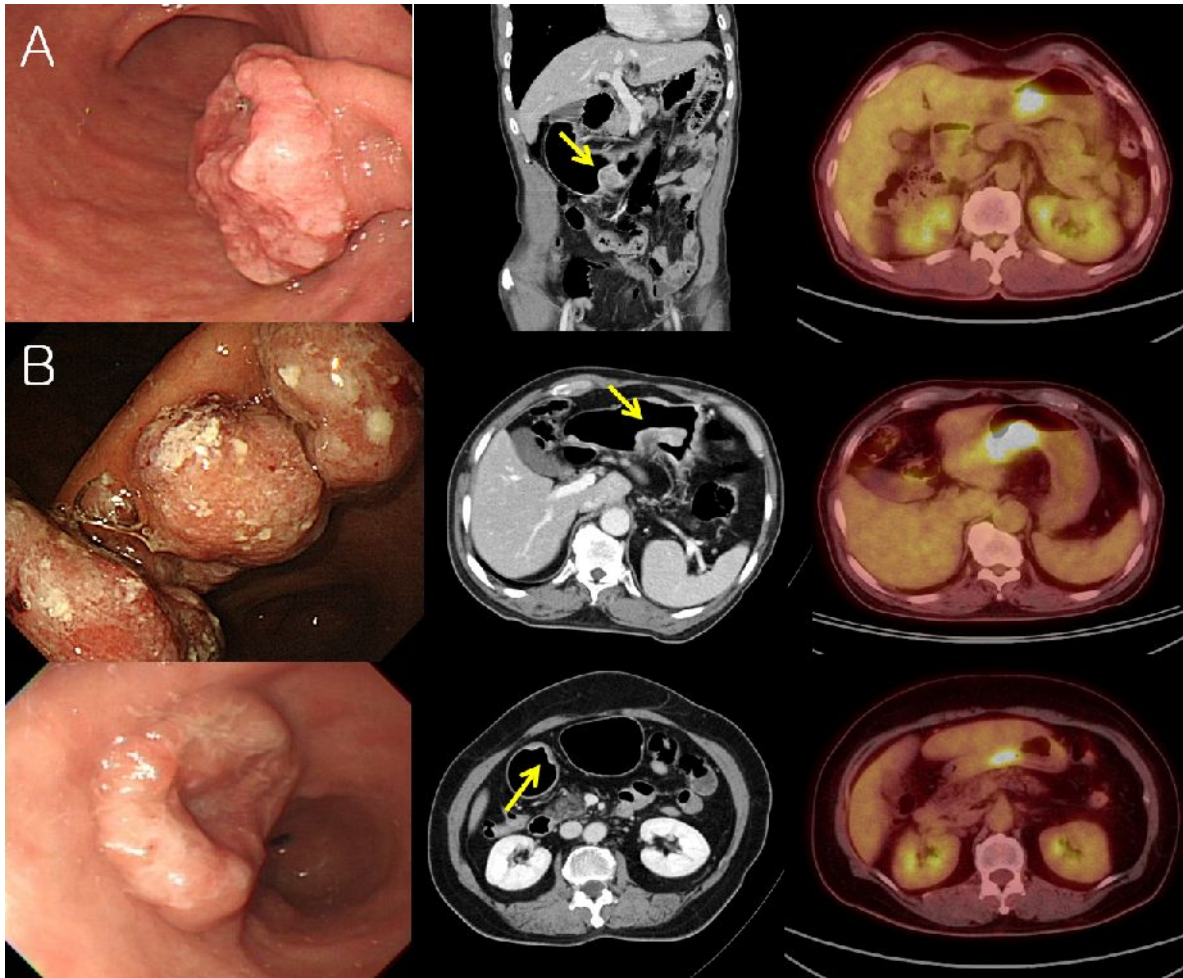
EGC elevated type. (A) EGC type I, adenocarcinoma, well differentiated.  $^{18}\text{F}$ -FDG PET-CT showed SUVmax 4.7, prominent focal FDG uptake, which was revealed as T1bN1M0 after gastrectomy. (B) EGC type I, adenocarcinoma, moderately differentiated.  $^{18}\text{F}$ -FDG PET-CT showed SUVmax 9.6, intense focal FDG uptake, which was revealed as T1aN1M0 after gastrectomy. (C) EGC type IIa, adenocarcinoma, poorly differentiated.  $^{18}\text{F}$ -FDG PET-CT showed SUVmax 7.6, intense focal FDG uptake, which was revealed as pT1bN1M0 after gastrectomy
